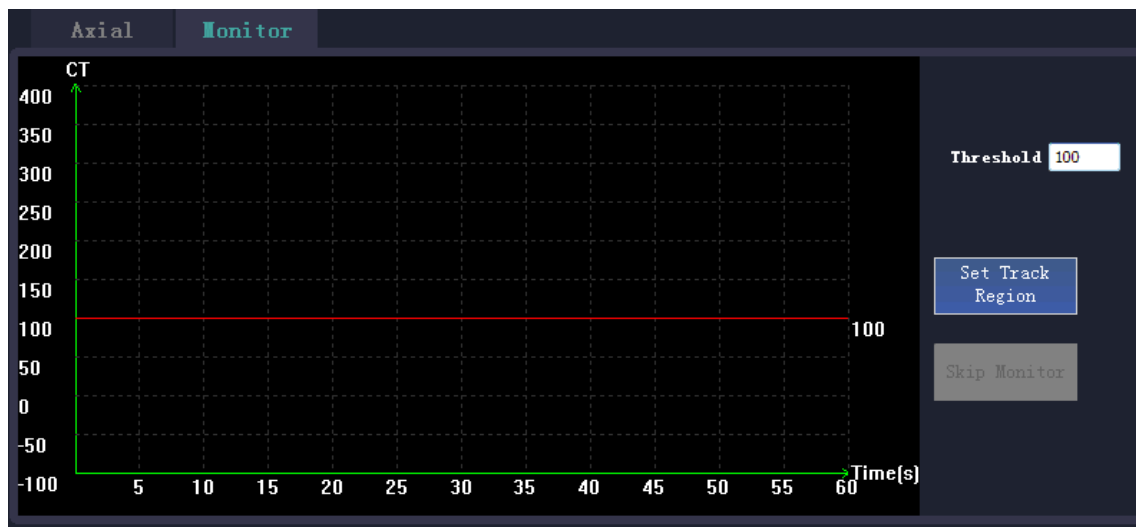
Пороговая величина КТ
